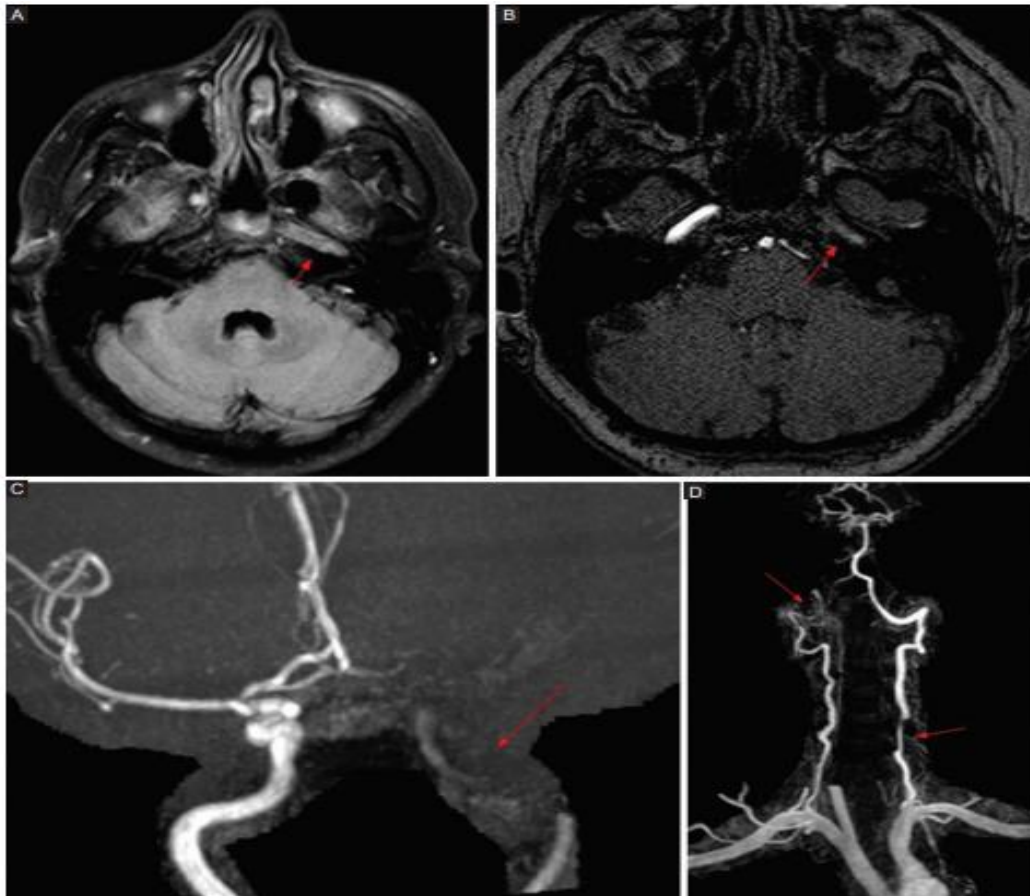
Disecciones arteriales. (A) Secuencia FLAIR axial donde se observa ausencia del vacío de flujo normal en el segmento petroso de la ACI izquierda, con hiperseñal intraluminal (flecha). (B) 3D-TOF GRE, no se observa flujo en el interior de la arteria (flecha). (C) Reconstrucción MIP, aspecto irregular de la carótida interna izquierda (flecha). (D) Otro paciente en el cual se visualiza disección de ambas arterias vertebrales, a derecha en segmento V3-4 y a izquierda en V2 (flechas)
